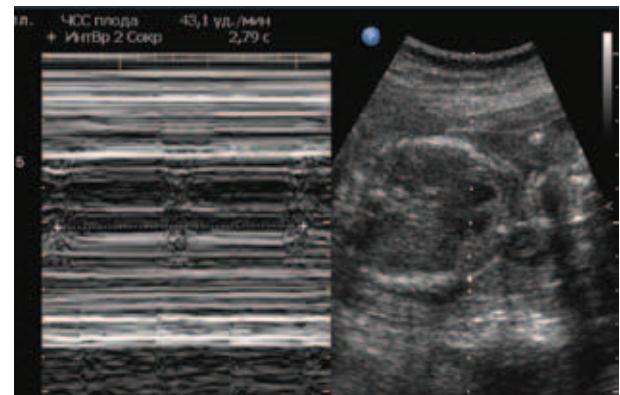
Допплер-эхокардиография плода пациентки В.: ВПС и полная атриовентрикулярная блокада
